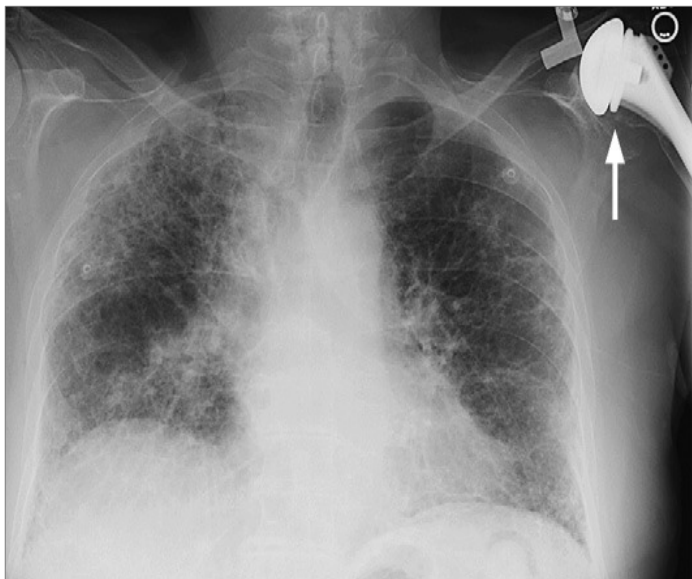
Um homem com artrite reumatóide e falta de ar progressiva. Radiografia de tórax mostra os volumes pulmonares periféricos reduzidos, grosseiras marcações intersticiais, bem como alterações císticas devido às bronquiectasias de tração. Nota-se ainda a um ombro esquerdo da prótese (seta), a qual foi colocada devido à artrite erosiva grave neste local.
